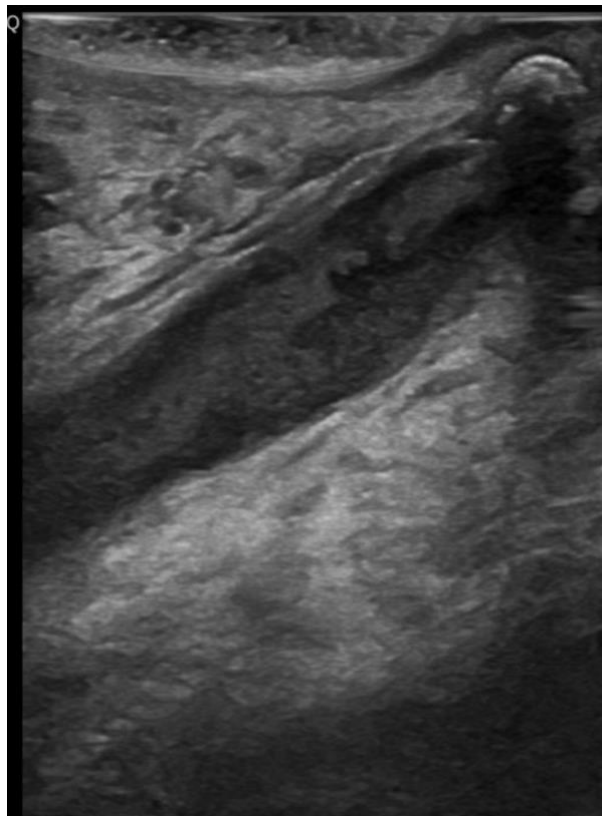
前部小型口腔超声显示扩张的导管和阻塞的结石
